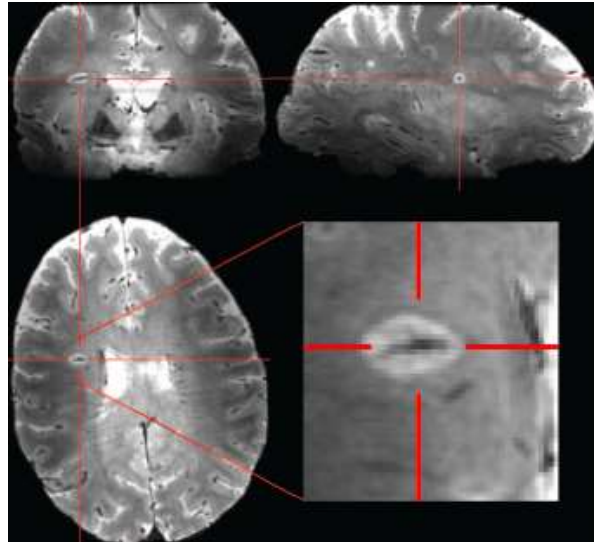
Imagen RM cerebral en tres planos que muestra la presencia de una lesión hiperintensa en la sustancia blanca subcortical que exhibe la presencia de una estructura vascular venosa que la atraviesa centralmente. Este signo, cuando está presente, indica una alta probabilidad de corresponder a una lesión por esclerosis múltiple (tomado de Tallantyre et al. (82)).
